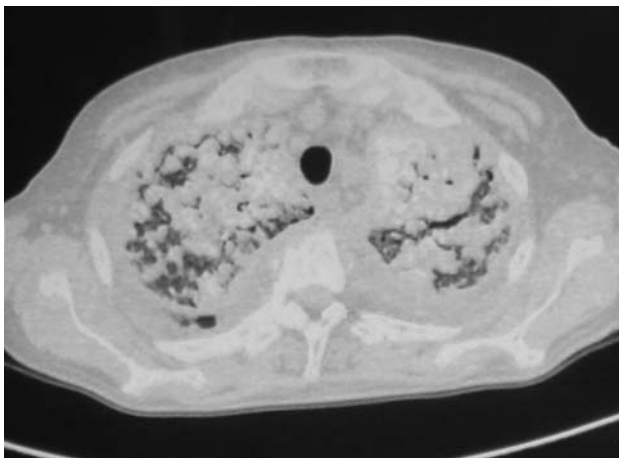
Фрагменты КТ органов грудной клетки пациентки после повторного курса противотуберкулезной терапии (август 2008 г.).
